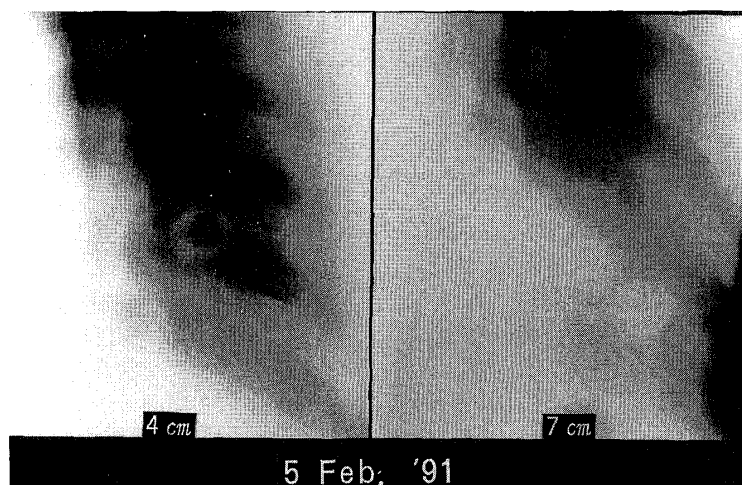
Tomography of the chest showing a nodule with an irregular cavity in the left S⁶ and a nodule with pleural indentation in S¹⁰.
